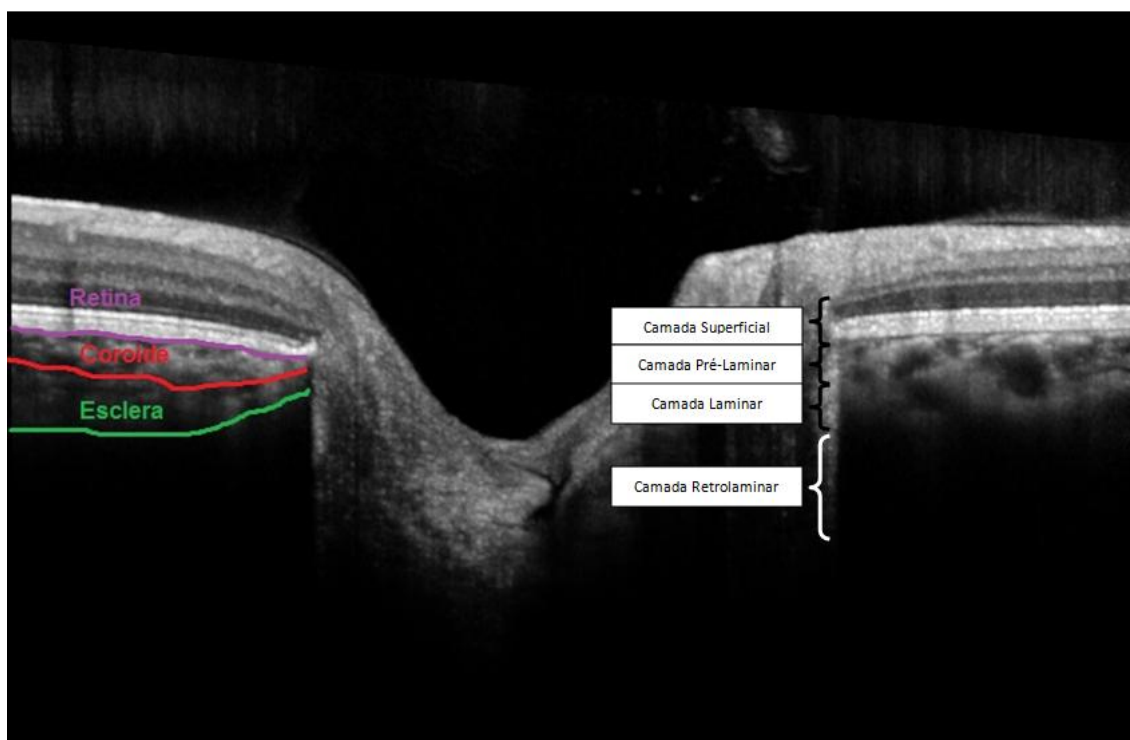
Scan de tomografia de coerência ótica (OCT) de um paciente do estudo com identificação da retina, coróide e esclera e camadas laminares.
